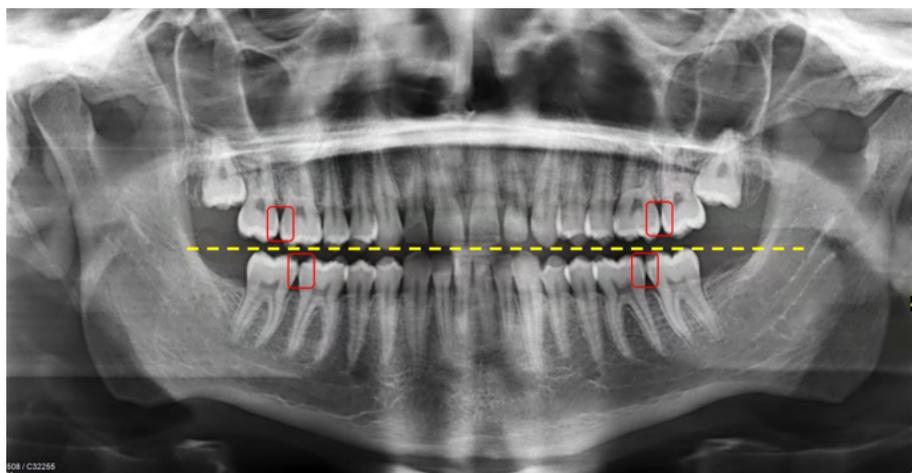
Radiografia panorâmica realizada com plano de Frankfurt elevado, proporcionando a “abertura” dos espaços interproximais dos dentes posteriores, principalmente dos dentes molares.
